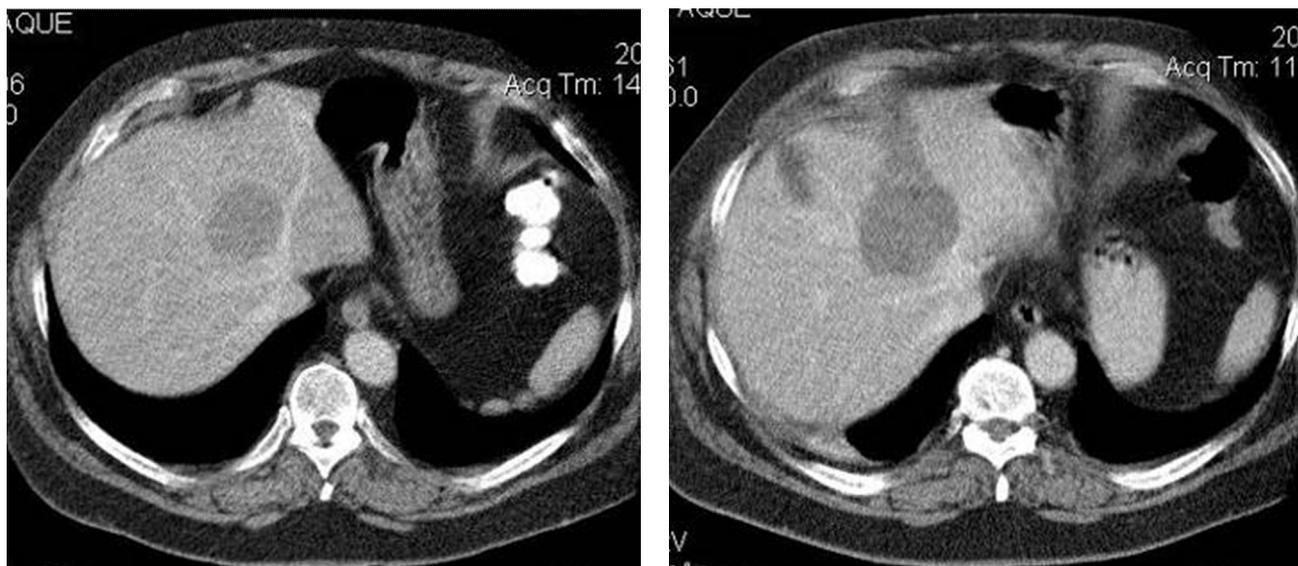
Больной М. Спиральная КТ, проведенная до и после РЧТА. Зона фиброзной ткани в области участка коагуляционного некроза через 6 мес.
